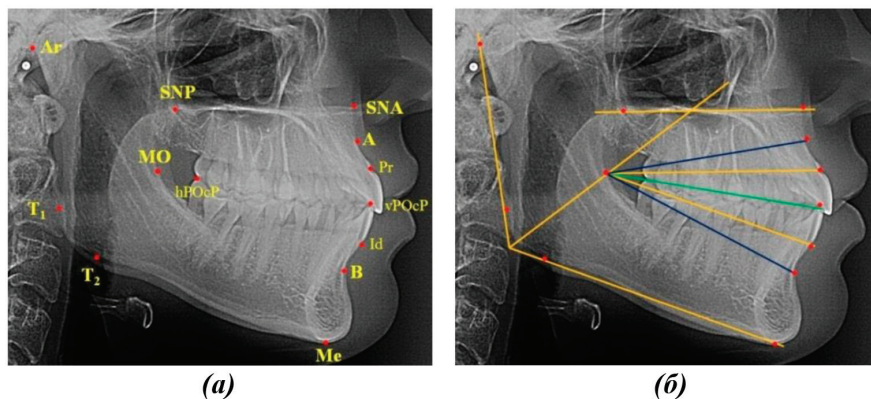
Основные точки (а) и горизонталы (б) на гнатической части боковой телерентгенограммы
